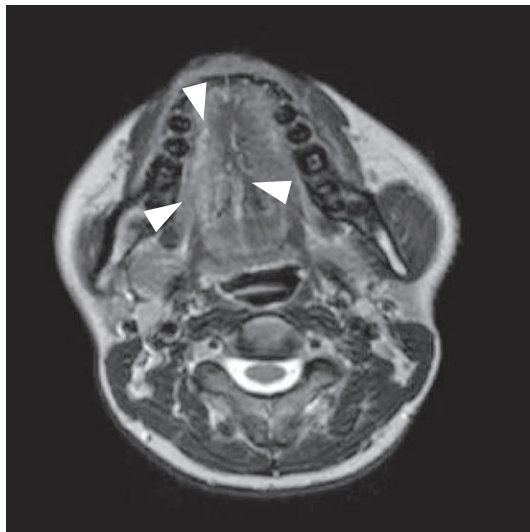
MRI 画像 (Axial : T2W)
